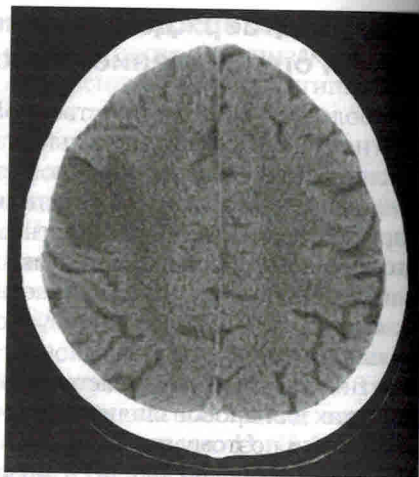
КТ. Инфаркт мозга (10 ч от начала).
